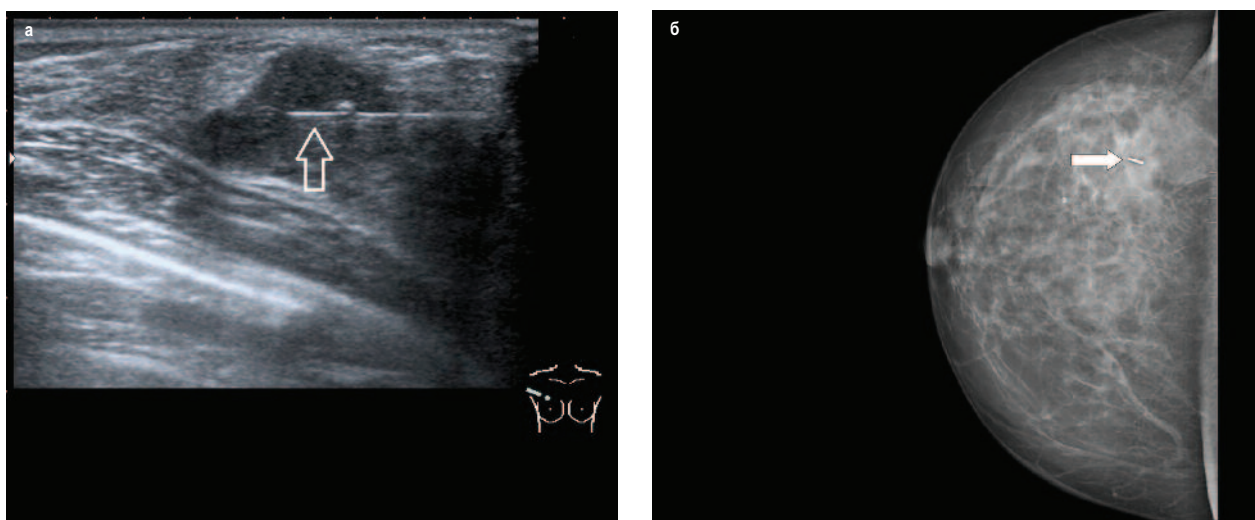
Маркировка опухоли перед началом лекарственной терапии: а – введение рентгеноконтрастного маркера под контролем ультразвукового исследования; б – контроль установки маркера при маммографии.
